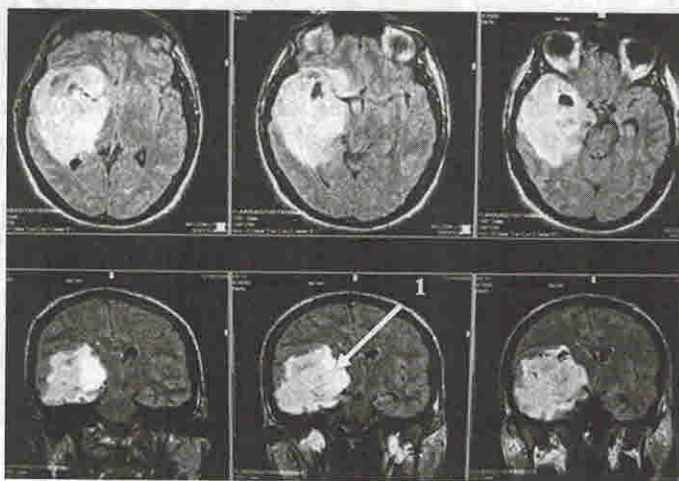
МРТ (T1-режим, Flair) больного с внутримозговой диффузной (степень II) астроцитомой лобной и височной долей (1). Структура опухоли мономорфна
